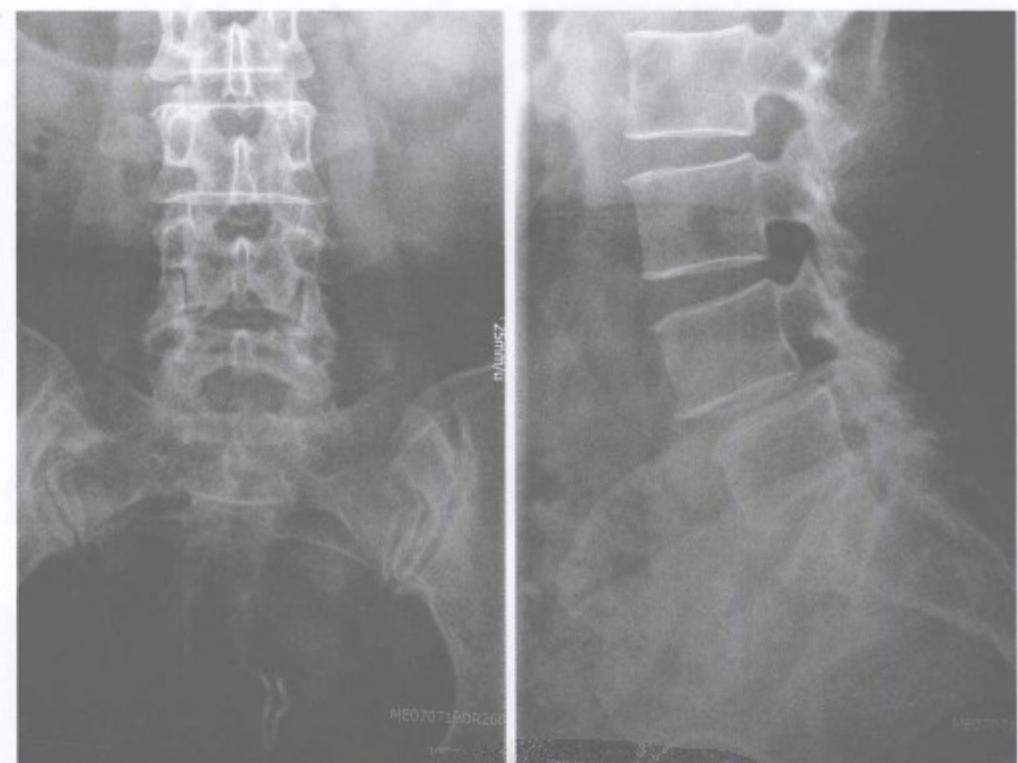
术前X线片提示腰椎退变，L<sub>4</sub>滑脱Ⅰ度
